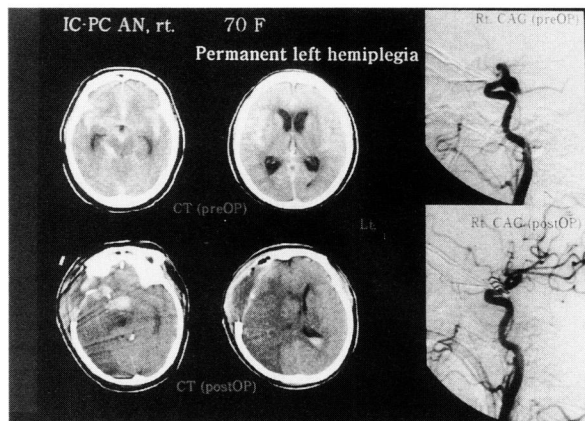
術前(上段)・術後(下段) CT, 脳血管写
